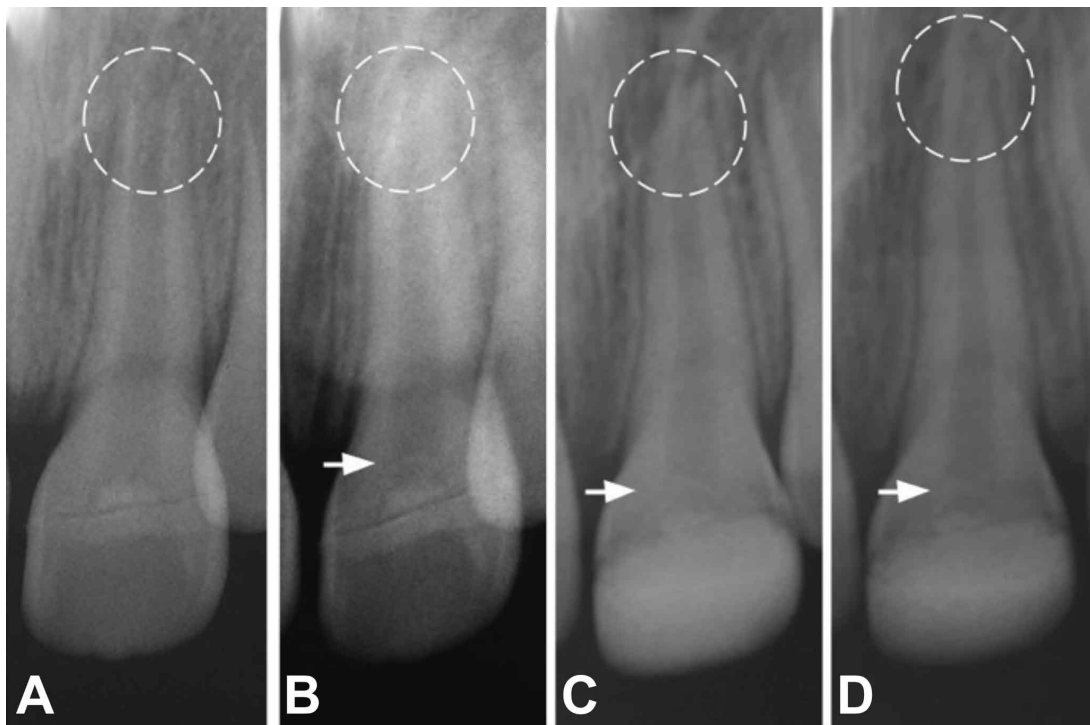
Radiografía periapical diente 2.1. (A) post-tratamiento con pulpotomía de Cvek y adhesión de fragmento, (B) control a los 4 meses, (C) al año y (D) a los 2 años. Flecha blanca muestra aparición de puente dentinario, y círculo blanco muestra zona en que se aprecia la continuación de desarrollo radicular.
